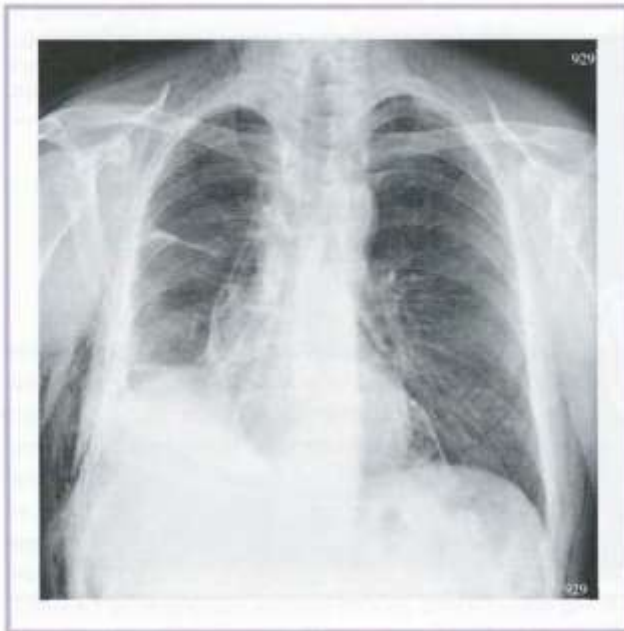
Рентгенограмма органов грудной клетки на 5-е сутки после операции.
